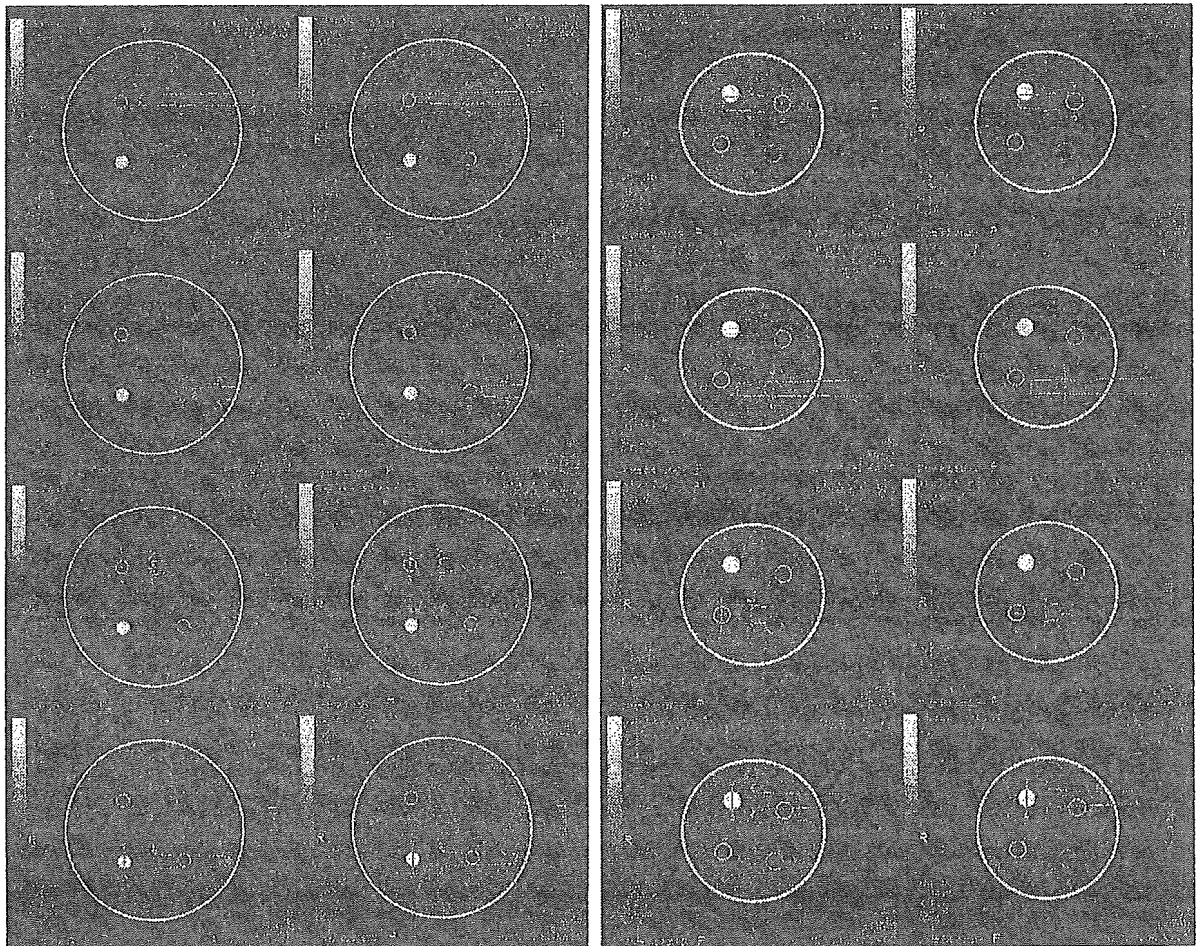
1：ファントムサイズ及び CT 値変換関数ごとの評価 ROI 内 CT 値読み取り画像例。
